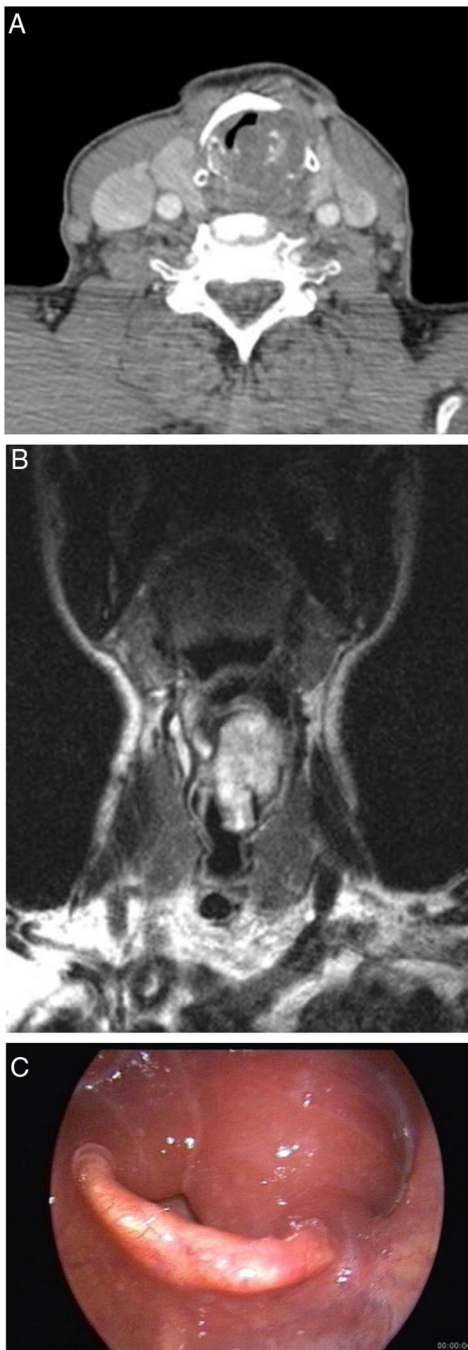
(A - C) homem de 70 anos com condroma laríngeo. Imagem de TC realçada por contraste (A) mostra a massa expansiva que surge da cartilagem cricoide. Calcificações condroides são vistas dentro da massa. A imagem coronal TSE ponderada em T2 (B) mostra massa transglótica com alta intensidade de sinal. A endoscopia (C) revela edema bilateral da mucosa das cartilagens aritenoides e uma grande massa submucosa.
